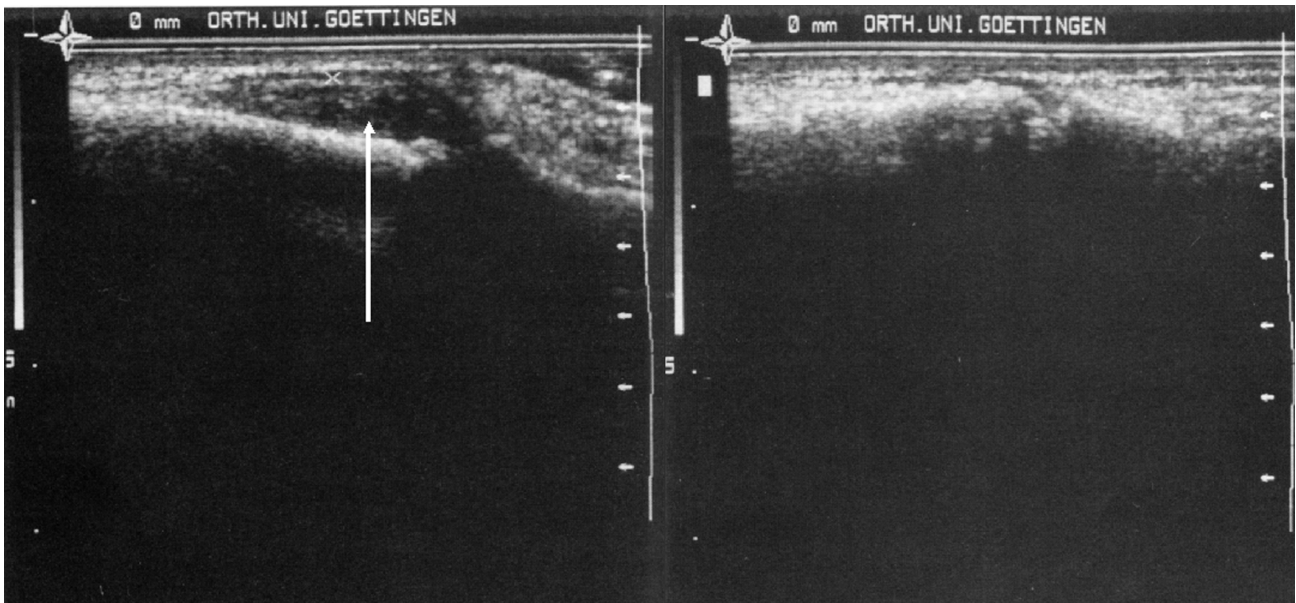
Sonographisch (longitudinal) sieht man am MCP-Gelenk des zweiten Strahls der rechten Hand einen deutlichen Rückgang der Synovialsschwellung mit weitgehender Normalisierung der Synovialisstrukturen. Dargestellt ist die geschwollene Synovialis vor (links) und nach (rechts) Radiosynoviorrhese.
